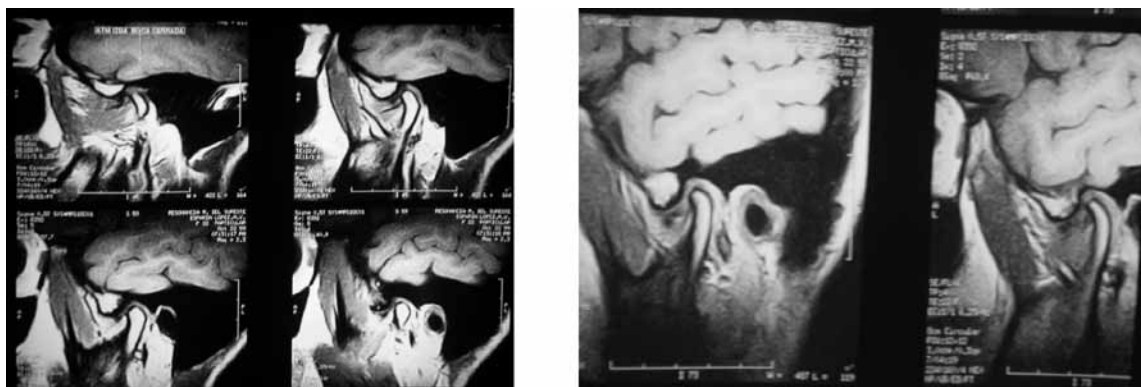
Resonancia magnética de un Paciente con luxación disco-condilar sin reducción.
